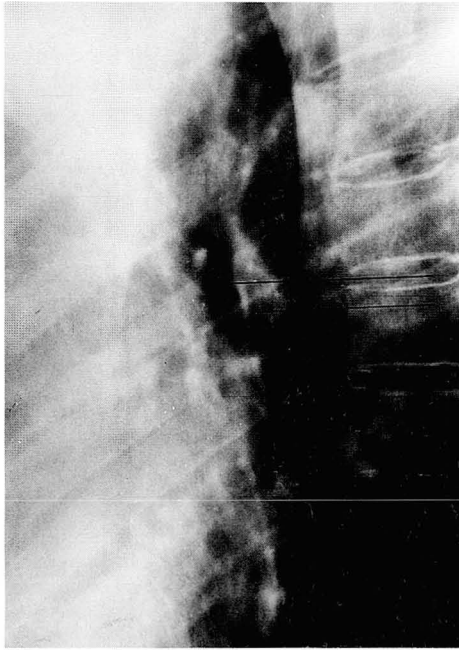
Lateral radiograph of a patient with left upper lobe collapse. The left upper lobe bronchus is elevated. The distance between both upper lobe bronchi is 0.6 cm.
